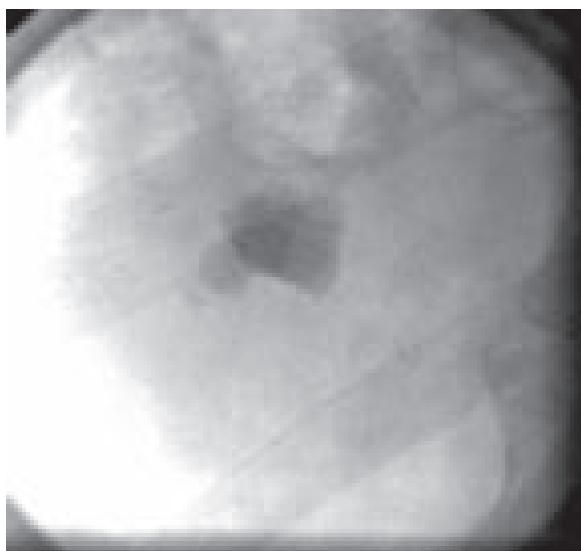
Пациент Ж. Обзорная рентгенограмма до ДЛТ
